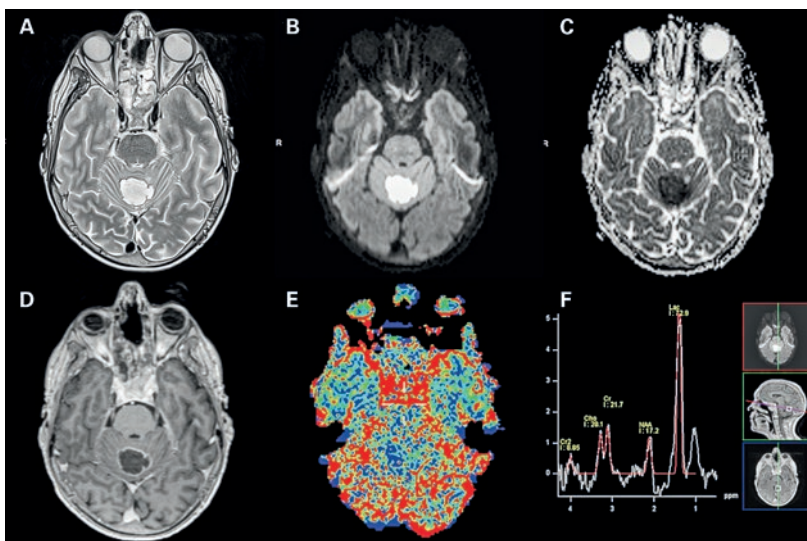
MRT-Bildgebung einer polyglobulierten Läsion des oberen Kleinhirnwurms, die sehr gut abgegrenzt ist durch eine hypointense Kapsel und einen hyperintensen Inhalt in T2-Gewichtung (A); erscheint ebenfalls hyperintens auf der Diffusionssequenz (B) mit drastischem Abfall des scheinbaren Diffusionskoeffizienten (C) und verstärkter peripherer Kontrastmittelaufnahme nach intravenöser Injektion eines Kontrastmittels mit Gas als Wirkprinzip (D). Die MRT-Perfusionsbildgebung zeigte keine lokale Zunahme des zerebralen Blutvolumens (E), wobei die Spektroskopie einen markanten Laktat- und Aminosäuren-Spitzenwert aufwies (F). Solche Bildgebung stimmt überein mit einem Abszess des Kleinhirnwurms durch pyogene Bakterien.
